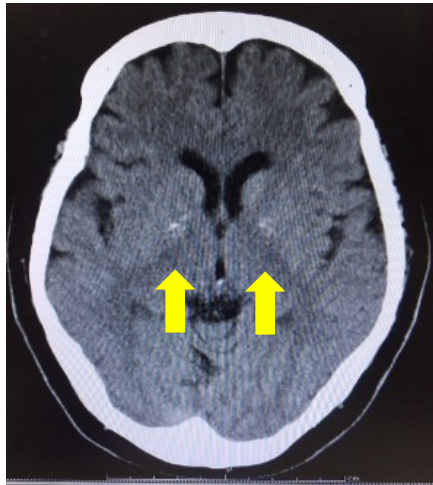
(A) 症例 3 : 頭部単純 CT 画像
